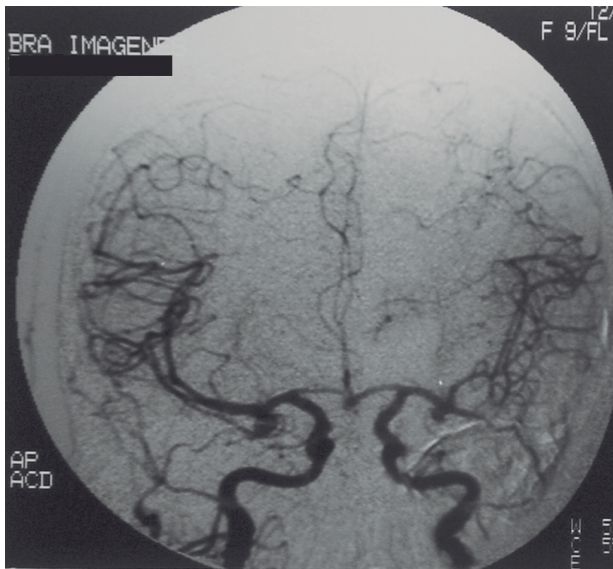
Angiografía y angiotomografía de la arteria carótida interna bilateral que muestra aneurismas en espejo de la bifurcación de la arteria cerebral media.
